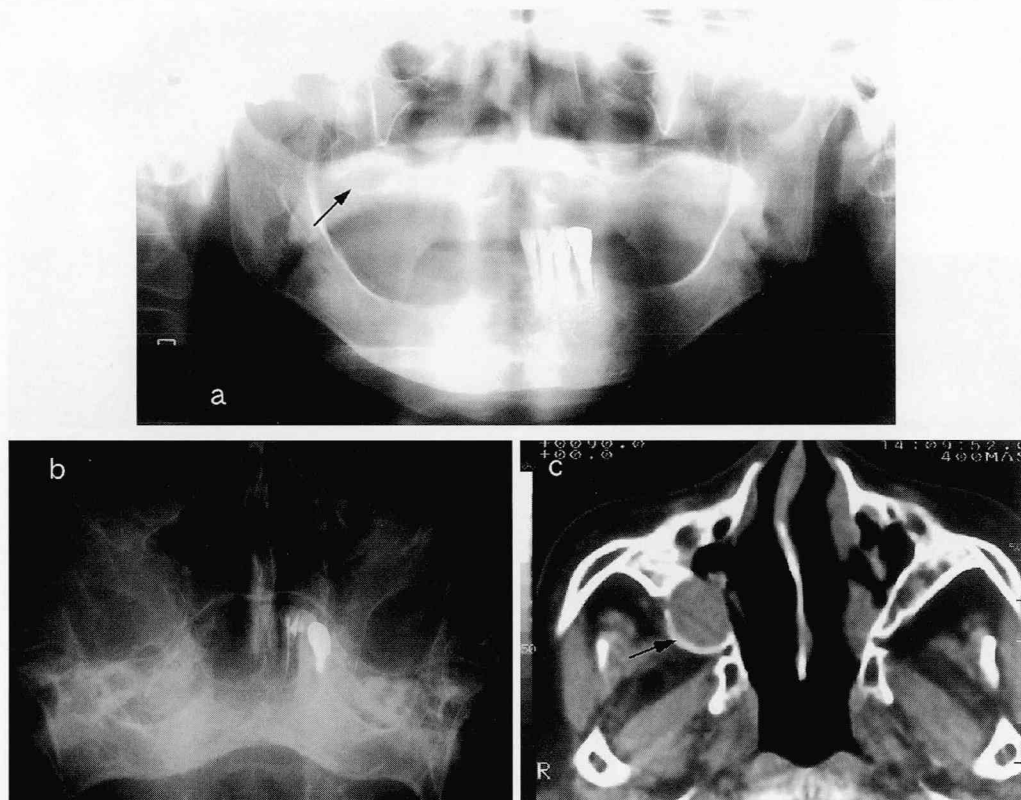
症例2の回転パノラマX線像、ウォータース像、CT画像
